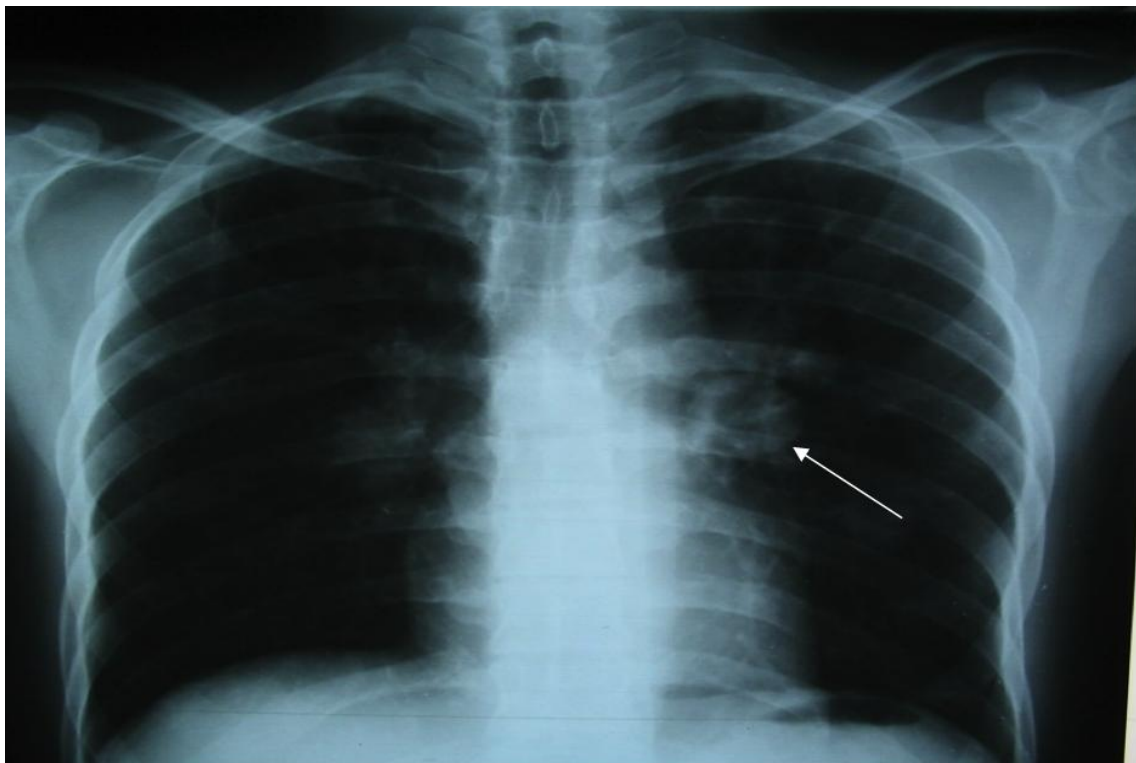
Radiographie thoracique de face: opacité para-hilaire gauche avec signe de convergence évoquant l'origine vasculaire ; AAP au cours d'une MB [152].
